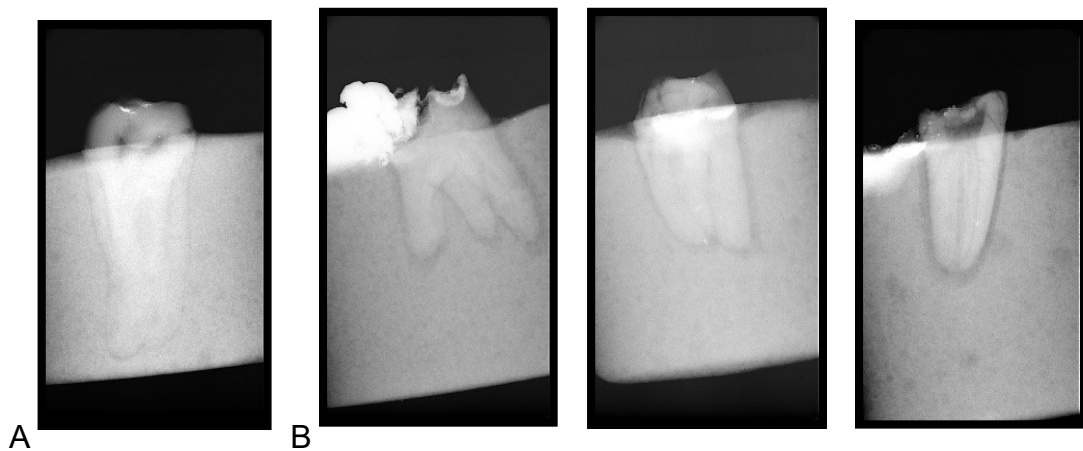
Radiografia do dente restaurado a A) 600°C, B) a 1100°C.
